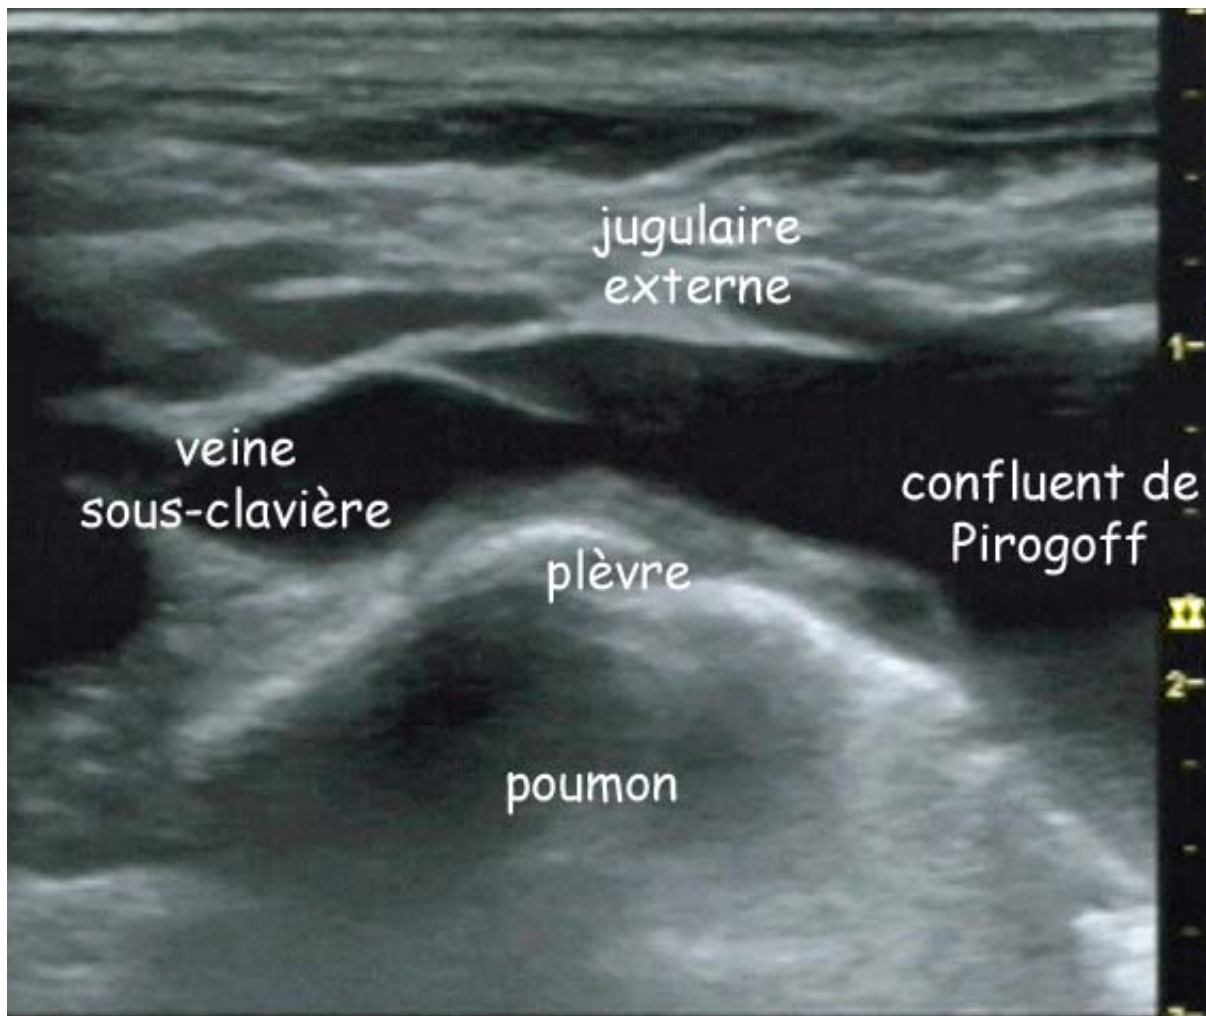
Coupe échographique à la base du cou, au ras de la clavicule, avec la veine sous-clavière, les 2 derniers cm de la veine jugulaire externe, le confluent de Pirogoff (veine brachiocéphalique) et le dôme pleural. Les vaisseaux sont visualisés en coupe longitudinale.
